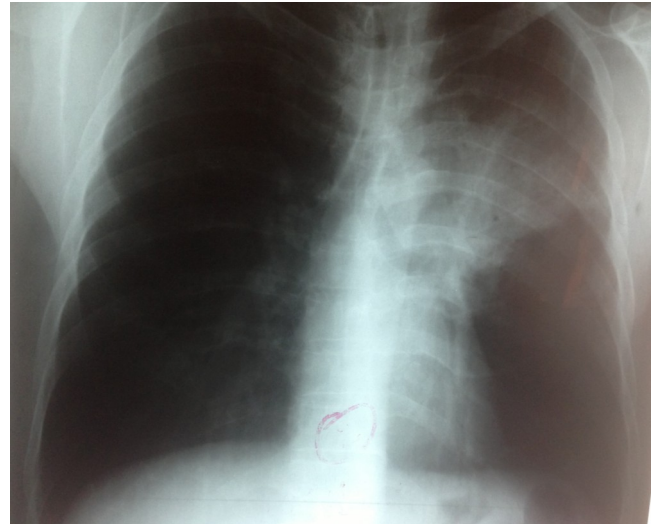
Radiographie thoracique de face montrant un foyer de condensation pulmonaire gauche.
